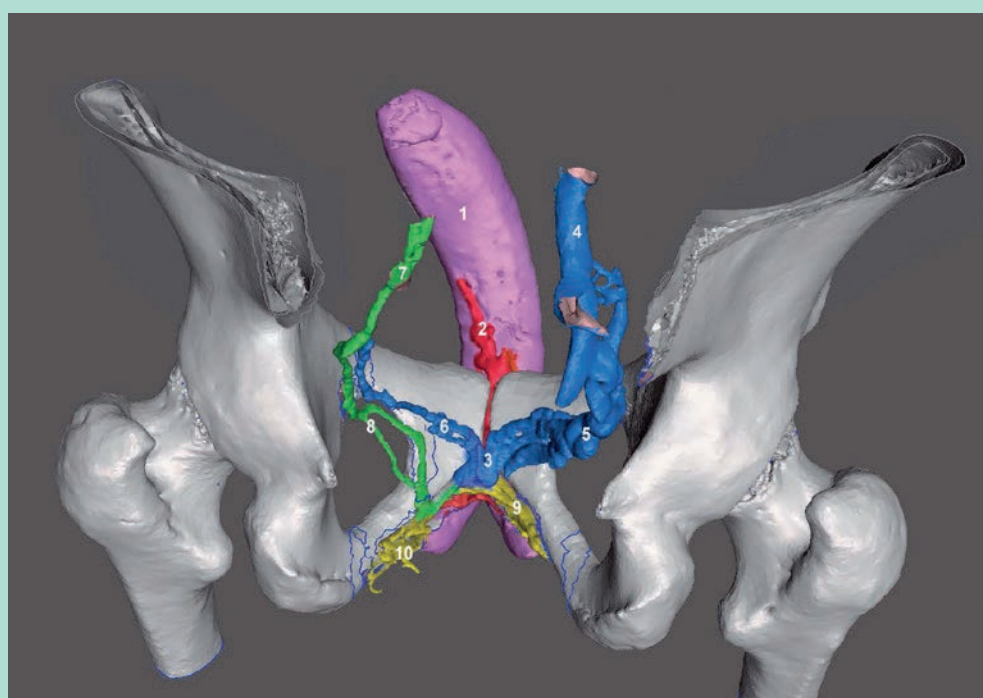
Modélisation 3D des fuites cavernuses profondes (veines vésicales et obturatrices). (Caverno-CT vue postérieure, modélisation 3D vectorielle segmentée et colorée). 1 = CC gauche. 2 = VDP. 3 = Plexus de Santorini. 4 = Veine hypogastrique droite. 5 = Veines vésicales D (plexus). 6 = Veines vésicales G. 7 = Tronc commun obturatrice-vésicale. 8 = Veines obturatrices G.
